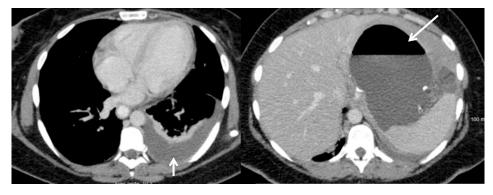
TDM abdomino-pelvienne injectée. Présence d'un épanchement pleural gauche et d'un abcès profond au contact du tube gastrique (flèches).
